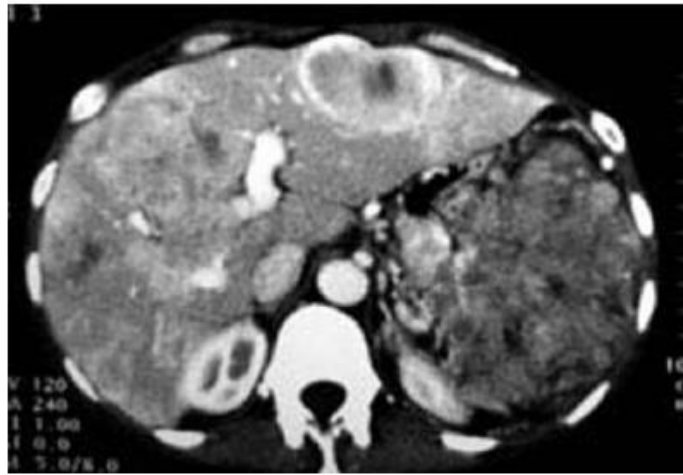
TDM temps artériel : volumineuse TNE non fonctionnelle de la queue du pancréas associée à des métastases hépatiques bi lobaires. [55]
